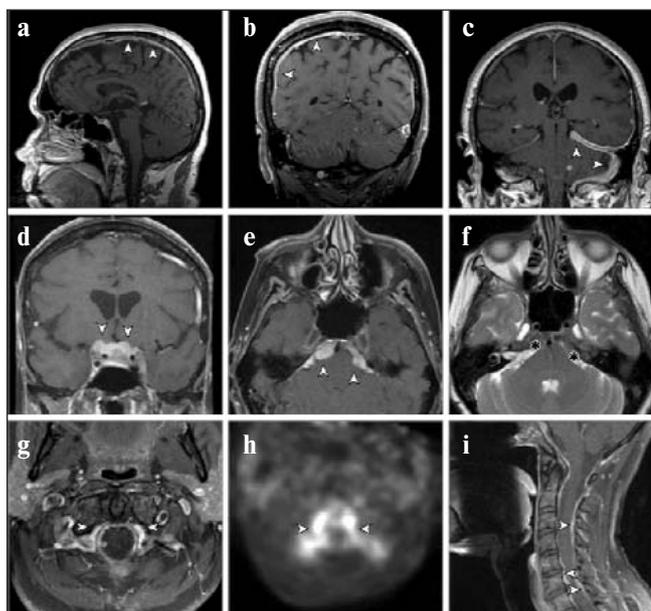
МРТ головного (a–h) и спинного (i) мозга. Линейные (a, b, c, h) и узловые (d, e, f, g, i, h) утолщения твердой мозговой оболочки указаны стрелками [1, 2]
